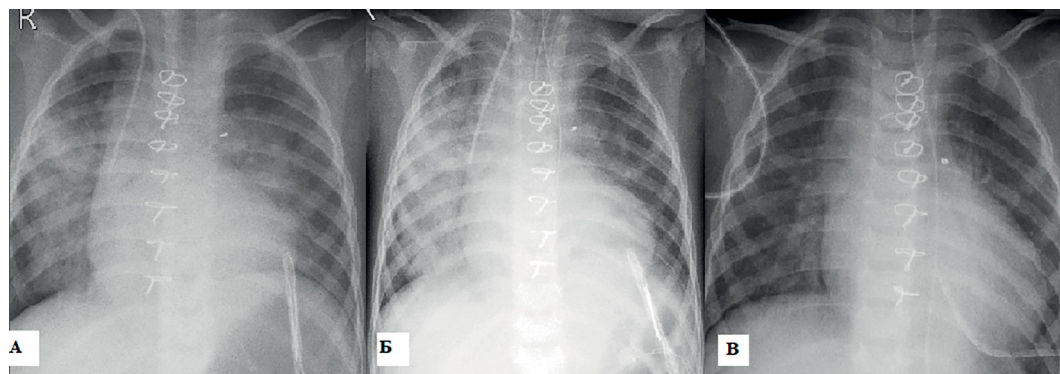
Динамика картины КТ. А — 2-е сут после операции, развитие РПЛ. Интенсивное снижение прозрачности легочной паренхимы по всем легочным полям (кроме средней доли) справа и в сегменте S2 верхней доли, сегменте S6 и в базальных сегментах нижней доли слева. Б — 5-е сут после операции, положительная динамика, уменьшение выраженности симптомов РПЛ. Справа в задних сегментах верхней и нижней долей сохраняется интенсивное снижение прозрачности легочной паренхимы. Слева интенсивное пристеночное снижение прозрачности сохраняется в сегменте S2. В — КТ при выписке, отсутствие изменений в легких
